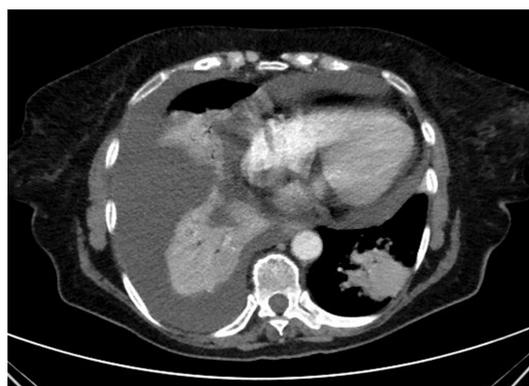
TAC Torácico: derrame pericárdico de 14 mm de espesor máximo, derrame pleural derecho que condiciona atelectasia del LID y condensaciones en LII y LM
